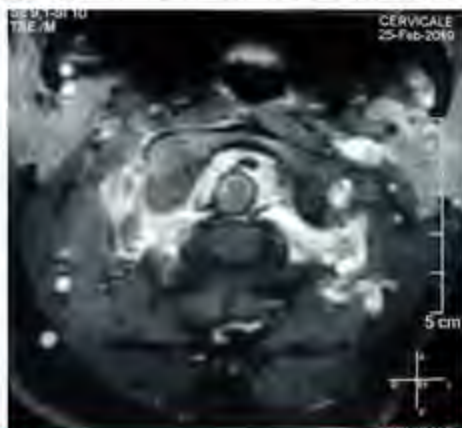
IRM rachidienne en coupe axiale montrant le pannus péri odontoïdien
